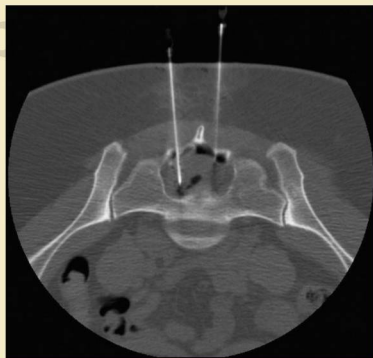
TC axial después de inyectar adhesivo de fibrina.
